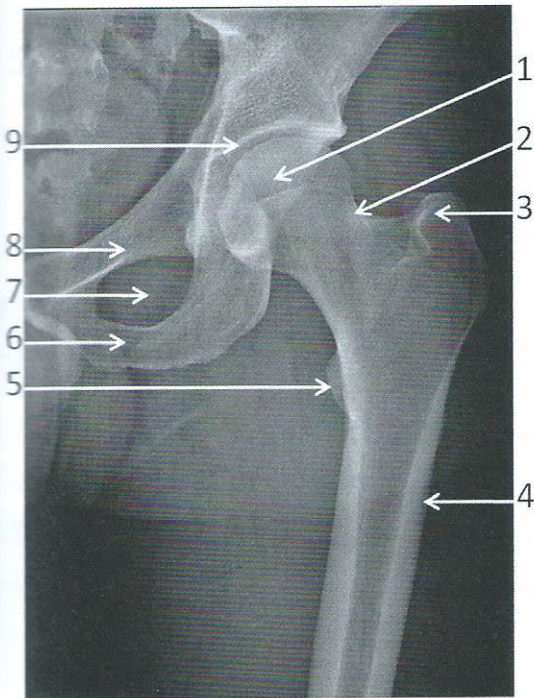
Radiographie de hanche gauche de face
